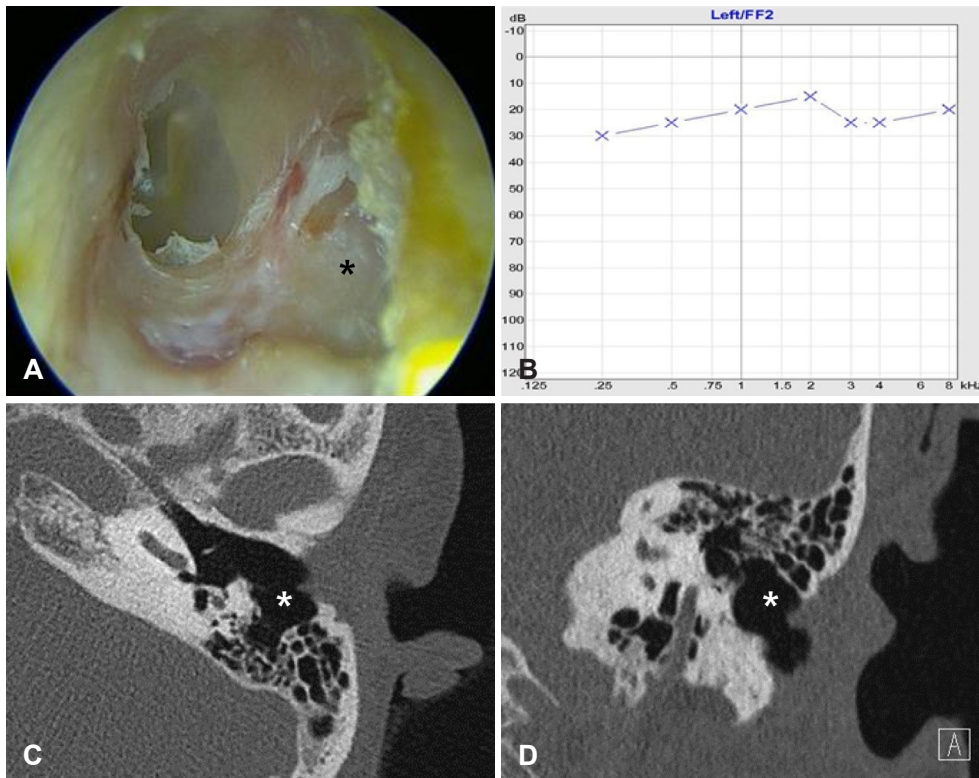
Initial findings of the patient. A and B: Transcanal endoscopic view shows a defect (black asterisk) in posterior wall of left bony external auditory canal (bEAC) with exposed mastoid cavity and normal tympanic membrane (A) pure tone audiogram (B) shows normal hearing threshold. C and D: CT of the left temporal bone reveals the large defect (white asterisks) in posterior wall of bEAC with clear mastoid cavity.
